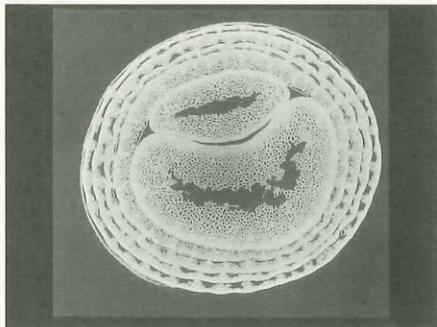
図20は何だと思いますか。これはトムモロコシです。そう言われてみればトムモロコシでしょ。第21図は何だと思いますか。ねぎです。一つずつの細胞がちゃんと見える。図21はマイクロCTの画像ですよ。マイクロCTにもっと工夫を加え、超マイクロCT画像で細胞が見えるぐらいにやがてなるのです。例えば乳がんや前立腺がんらしい所見があると、それを生検といって少し切除し、顕微鏡で見なければならぬ。それをもっと解像力のよい超マイクロCTで傷をつけないで見られるようにしたい。これも外国にはまだない。
